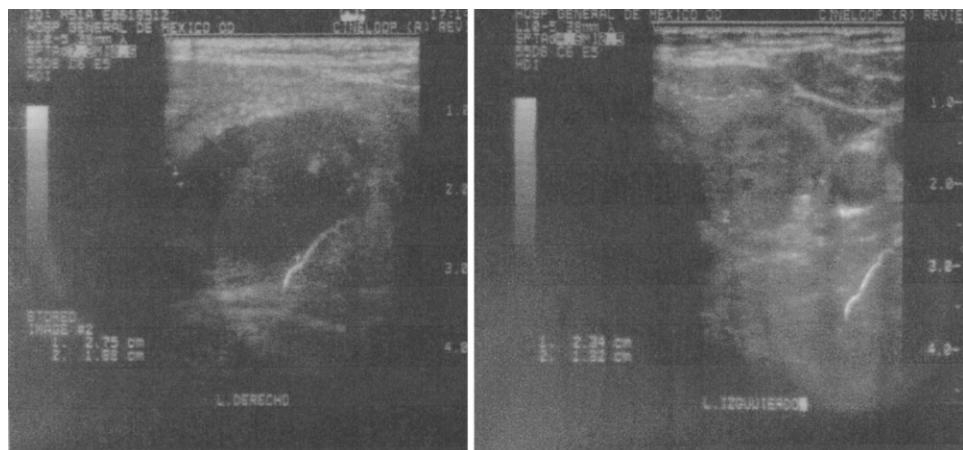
Ultrasonido demostrando imagen hipoeoica en lóbulo derecho de tiroides.
